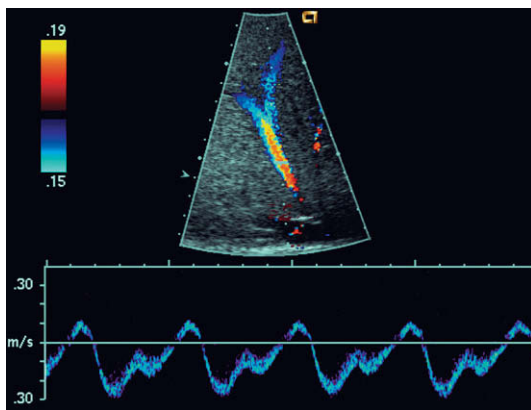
Espectro Doppler en las venas hepáticas normales. Incluso aunque el trazado se toma a unos centímetros del corazón, no se puede identificar la onda C en el mismo. Éste es, de hecho, el trazado que más a menudo se visualiza en las venas hepáticas y en la vena cava inferior. Sólo existe un pequeño componente de flujo retrógrado.
